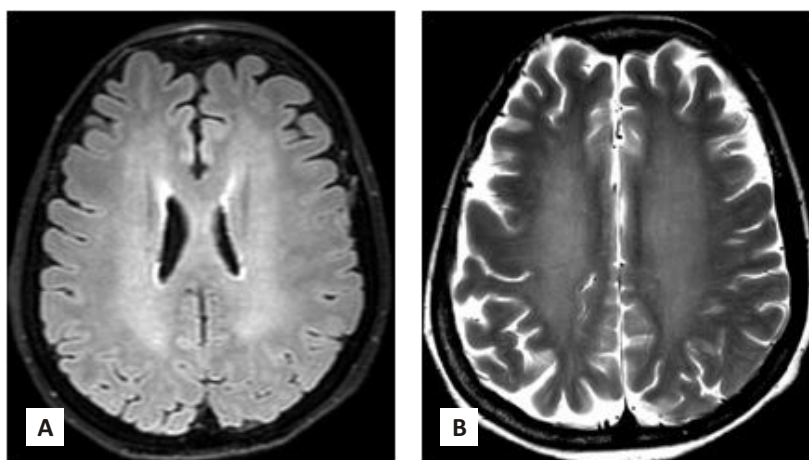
Patient no. 5, a 67-years-old female with Covid-19, seizure and tremors. MRI showed Post-hipoxic Leucoencephalopathy in Fluid attenuated inversion recovery (Fig. 3A) and T2W (Fig. 3B) sequences at bilateral periventricle white matter.
